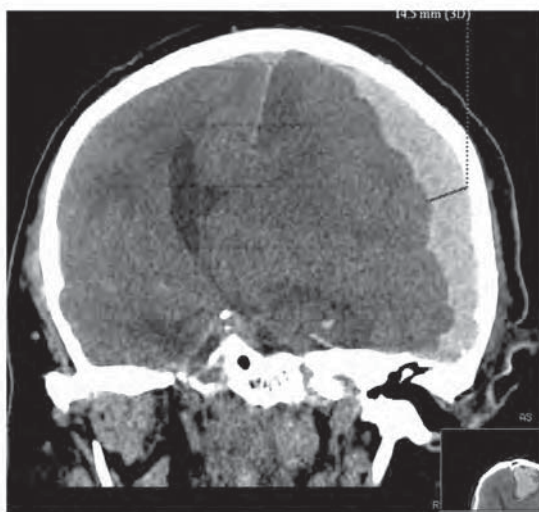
МСКТ-снимок головного мозга пациента с острой субдуральной гематомой левой гемисферы
